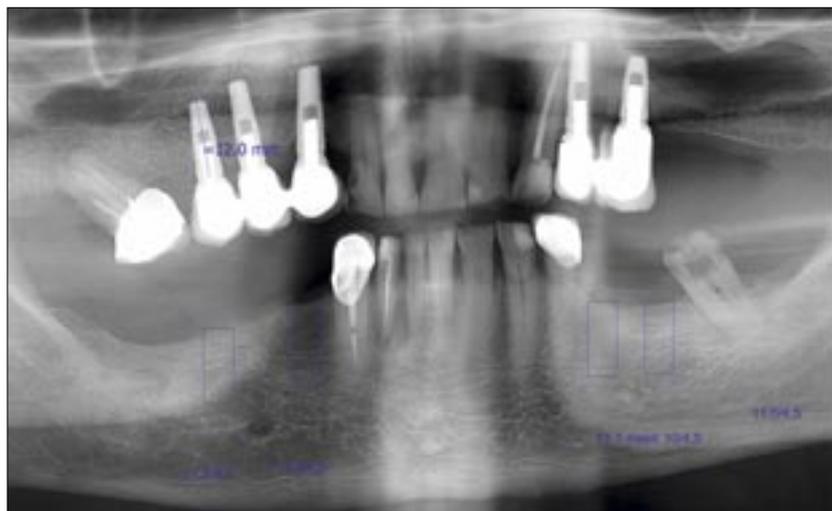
Situación inicial captada en una radiografía panorámica.
